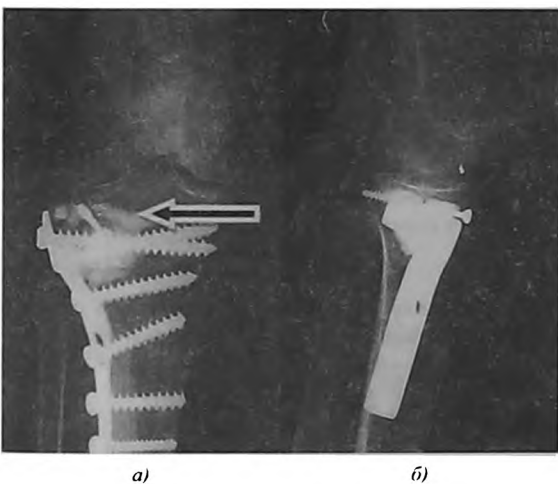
Рентгенограммы левого коленного сустава больной П., 73 года, в прямой (а) и боковой (б) проекциях через год после операции остеосинтеза: восстановленная конгруэнтность сустава сохраняется, признаков остеоартроза не выявлено. Отмечается интеграция биокомпозита (показан стрелкой); «проседания» мыщелка не отмечено.
